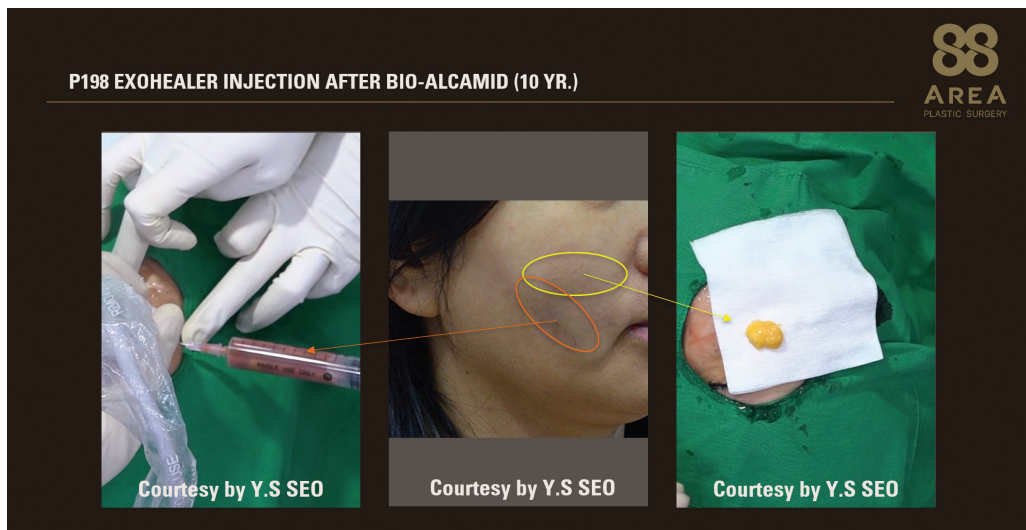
Bio-Alcamid 필러 시술 후 P198 exohealer™ 주입 환자에서 초음파유도하 흡인
